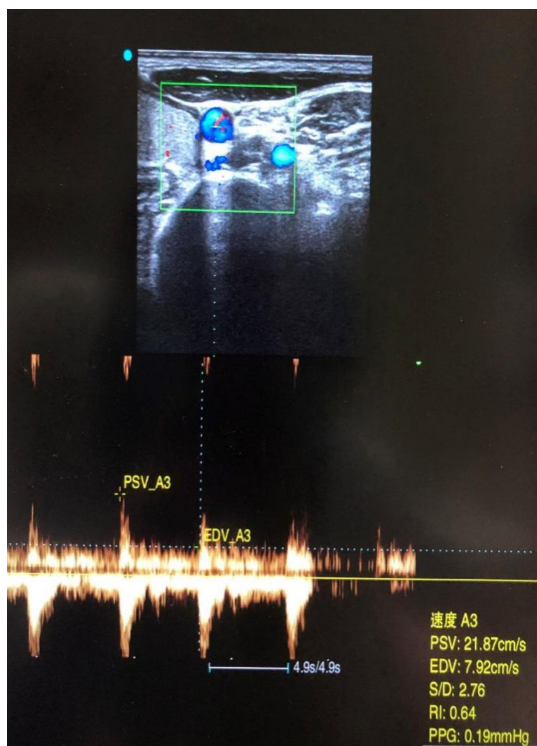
HRP 病变典型图片 王××,女性,58岁,HRP 病史9 a,于2022-09-20 在我院行颈动脉超声检查。
